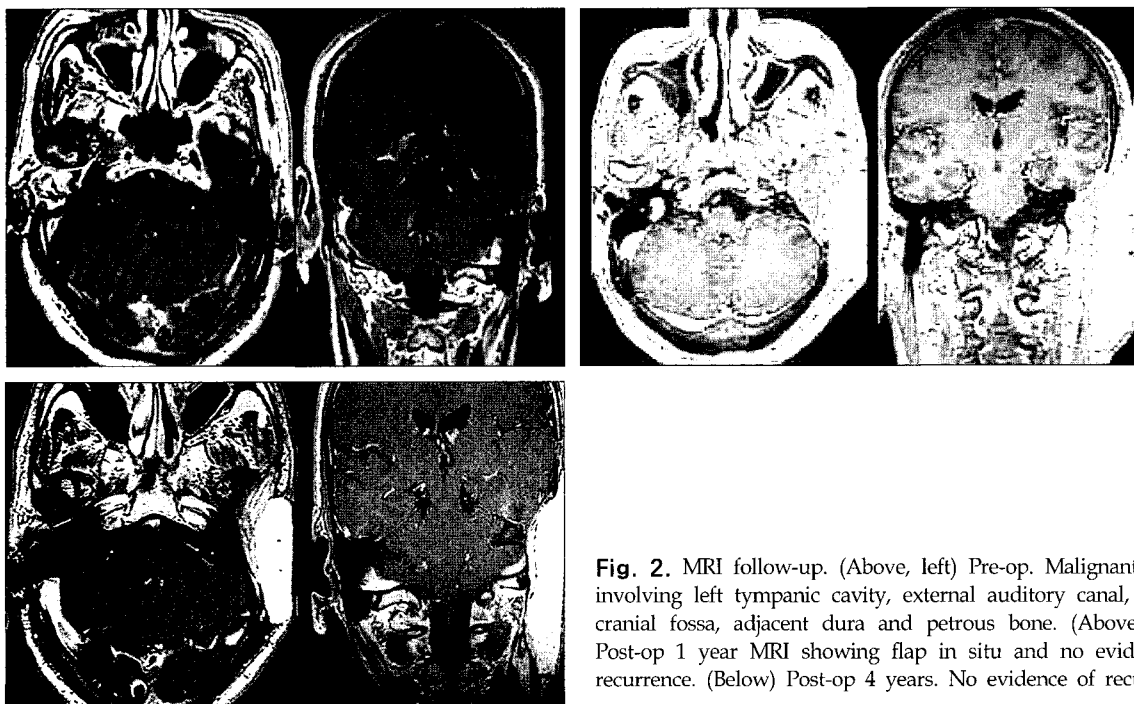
MRI follow-up. (Above, left) Pre-op. Malignant tumor involving left tympanic cavity, external auditory canal, middle cranial fossa, adjacent dura and petrous bone. (Above, right) Post-op 1 year MRI showing flap in situ and no evidence of recurrence. (Below) Post-op 4 years. No evidence of recurrence.
